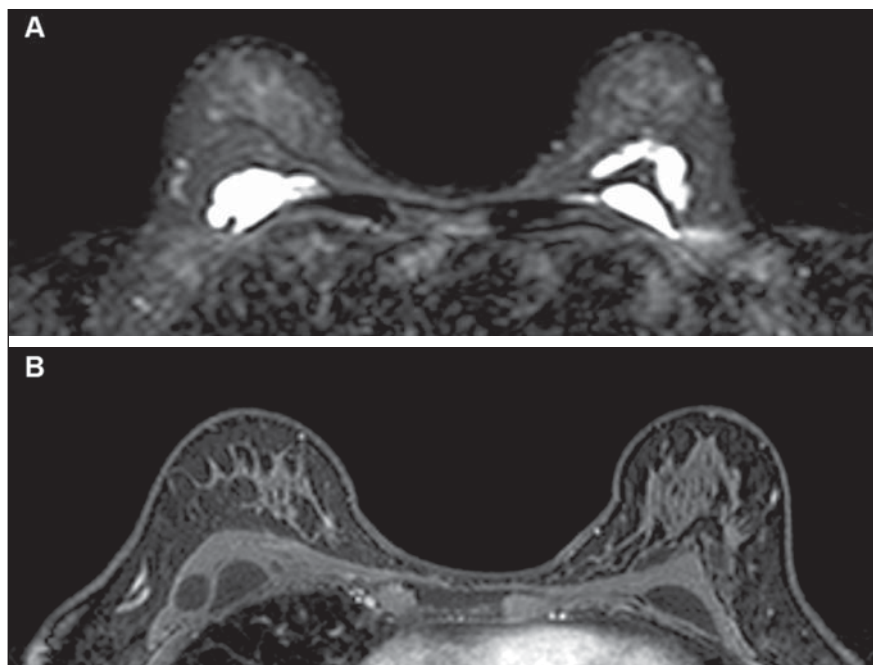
Ressonância magnética mamária em cortes axiais demonstrando presença de coleções hiperintensas em T2 (A) e hipointensas em T1 (B).
